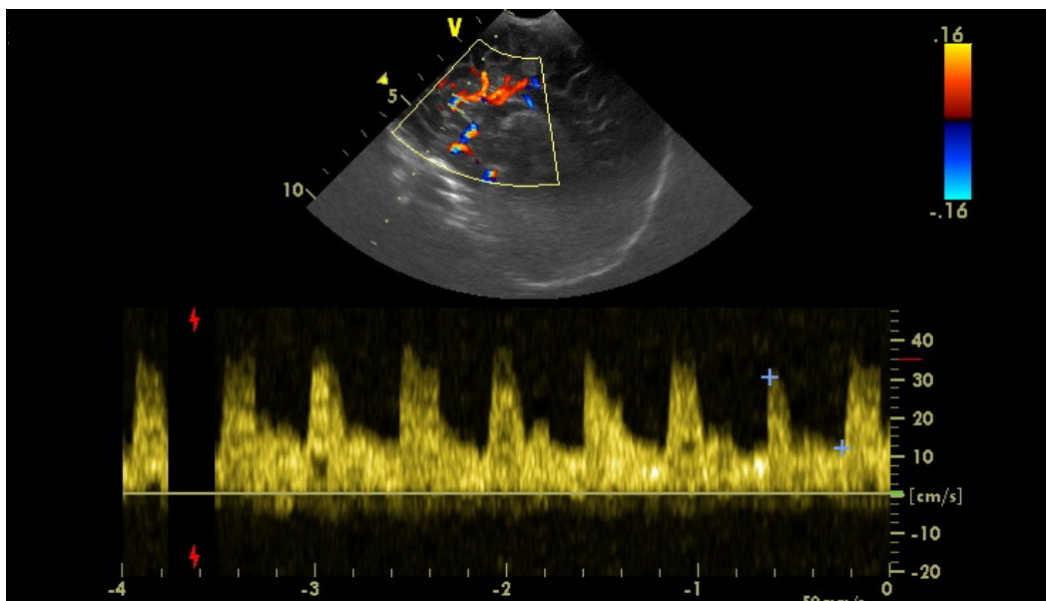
Dopplersonographische Flussmessungen in der A. cerebri anterior im medianen Sagittalschnitt.
